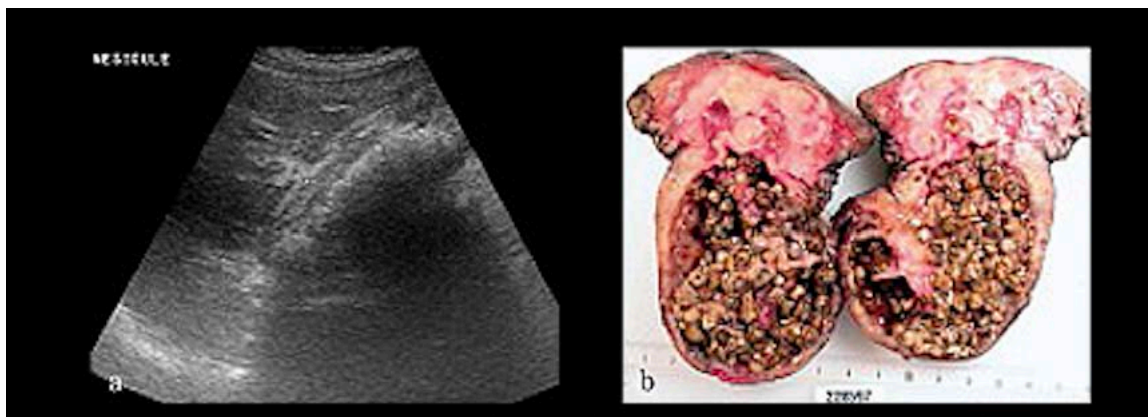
Cancer de la vésicule biliaire : aspect échographique et corrélation macroscopique
